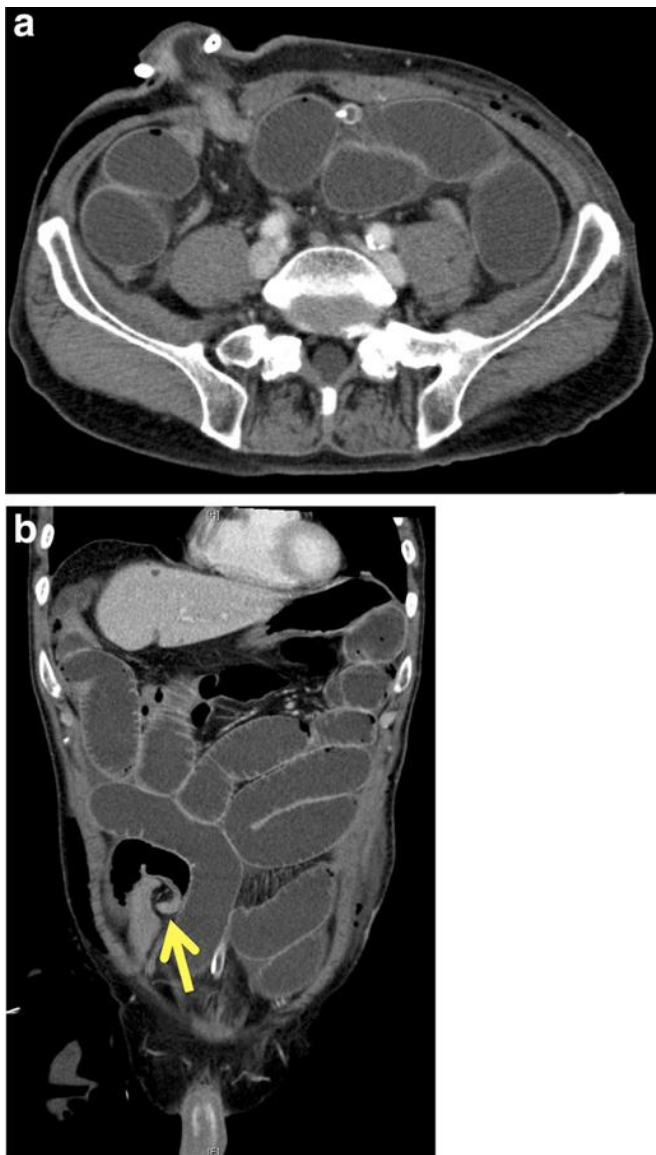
stoma outlet obstruction の CT 画像 文献[52]から転載
